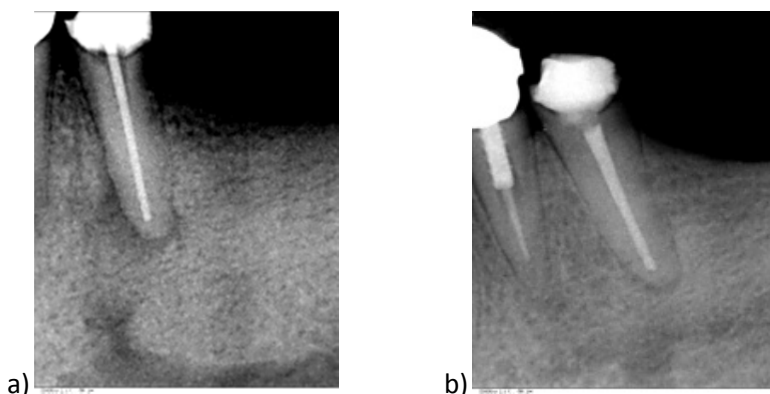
Zahn 46 (unvollständige Heilung), a) periapikaler Osteolyse zum Zeitpunkt der Wurzelfüllung (Grad 4), b) Verkleinerung der periapikalen Veränderung zum Zeitpunkt der Recall-Röntgenaufnahme (Grad 4)
